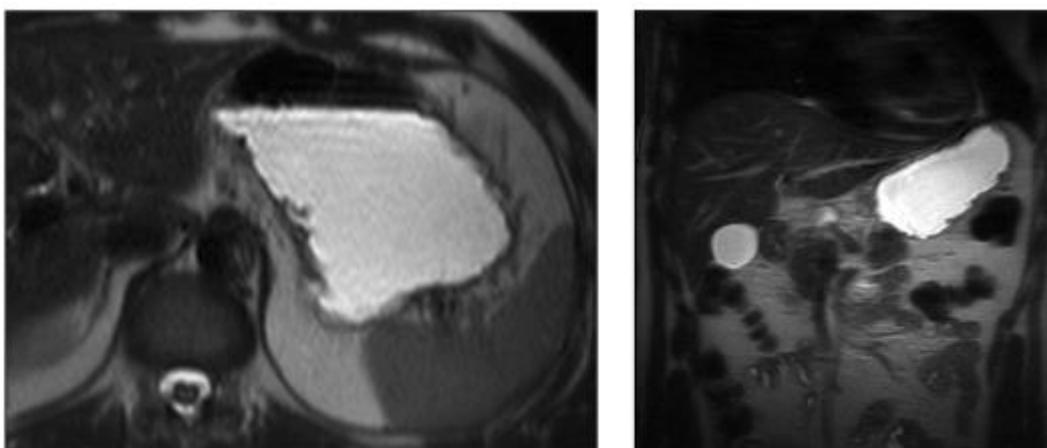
МР-томограммы желудка в аксиальной (а) и фронтальной (б) плоскостях. Норма. В качестве контрастного вещества используется вода, имеющая гиперинтенсивный сигнал на T2 ВИ
